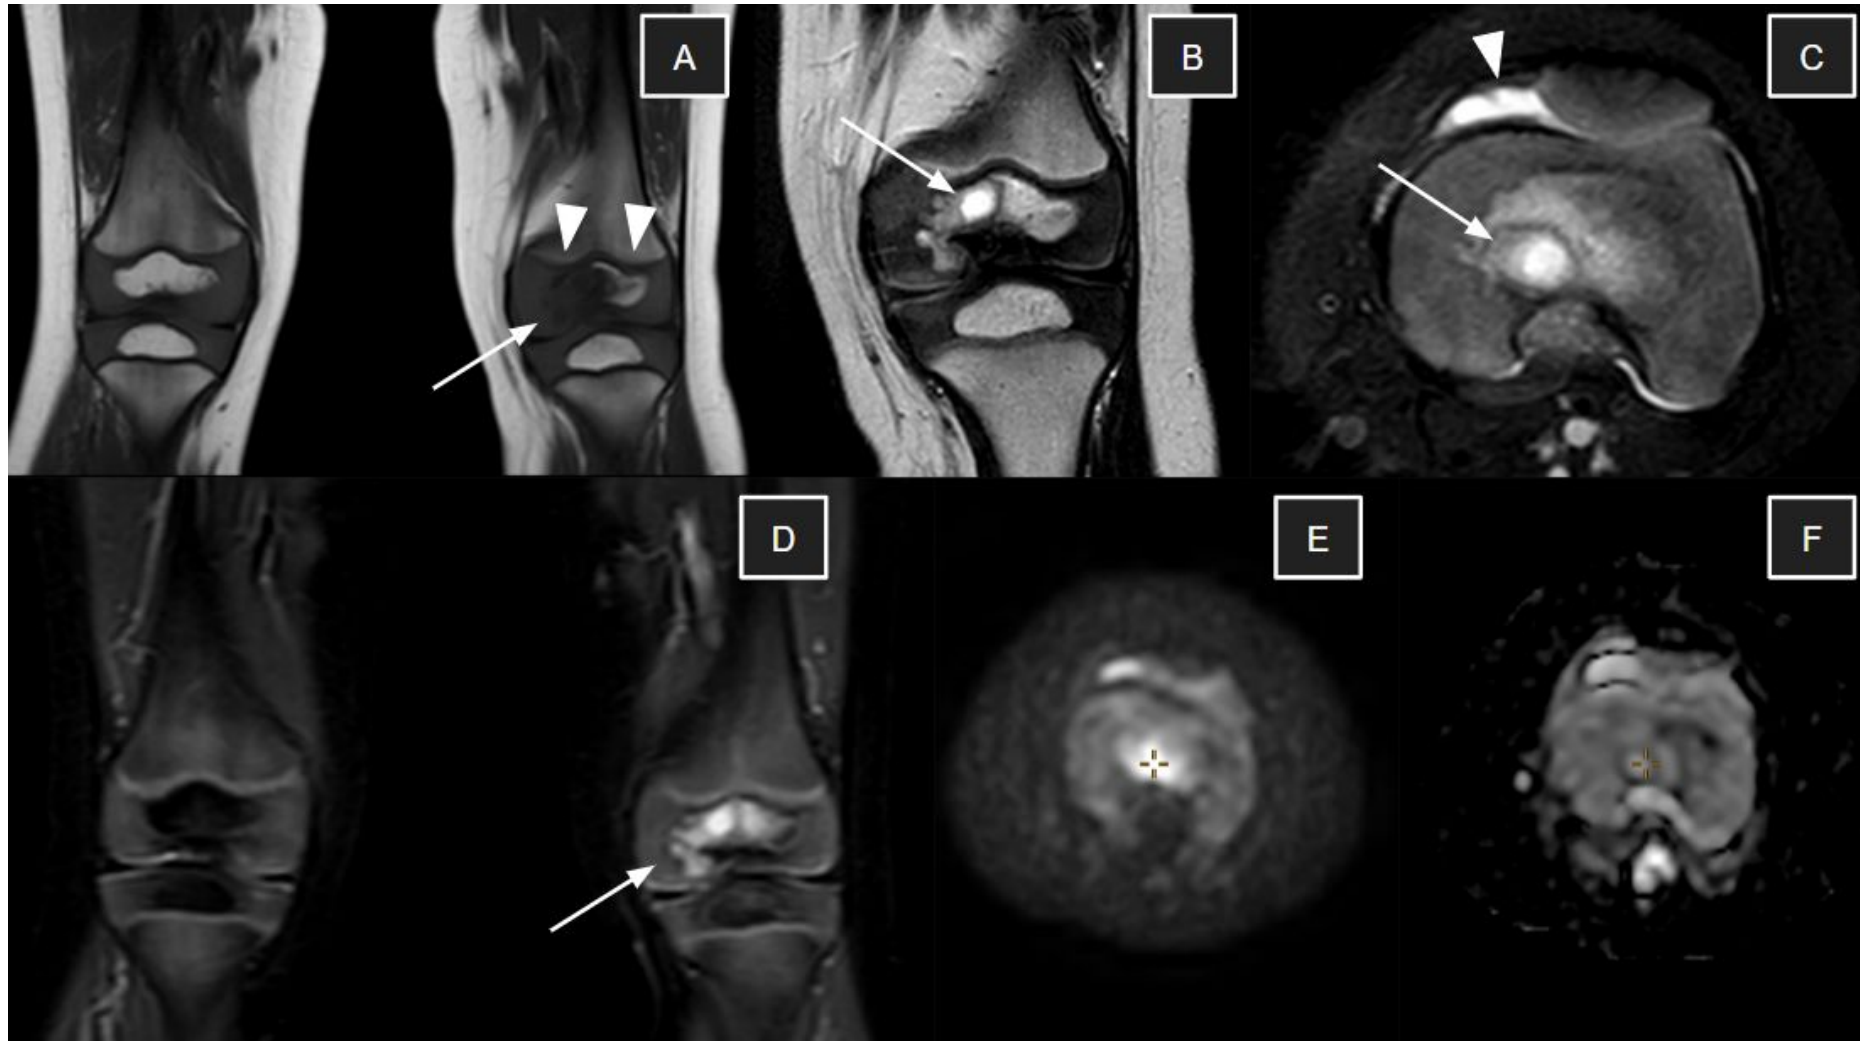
Niño de 2 años ingresado para realización de RM de cadera bajo sedación por cojera de larga evolución. La RM muestra foco de osteomielitis subaguda/crónica en la epífisis distal del fémur izquierdo. Se identifica lesión de aspecto lítico en la región central de la epífisis distal femoral izquierda, de morfología esférica, bien delimitada, hiperintensa en secuencias T2 (flechas en B y C) e hipo- a isointensa en T1 (flecha en A). Se asocia hiperintensidad difusa en T2 en el resto de la epífisis y a lo largo del cartílago de crecimiento del cóndilo femoral medial, sugestiva de edema de médula ósea (flecha en D). Las fisis se encuentran conservadas, sin signos de afectación (cabezas de flecha en A). Se identifica pequeño derrame articular asociado (cabeza de flecha en C). No se observan áreas de restricción a la difusión (cruz naranja en E y F). A: T1-FSE coronal; B: T2-FSE coronal; C: T2-SPAIR axial; D: STIR coronal; E: DWI; F: mapa ADC.
